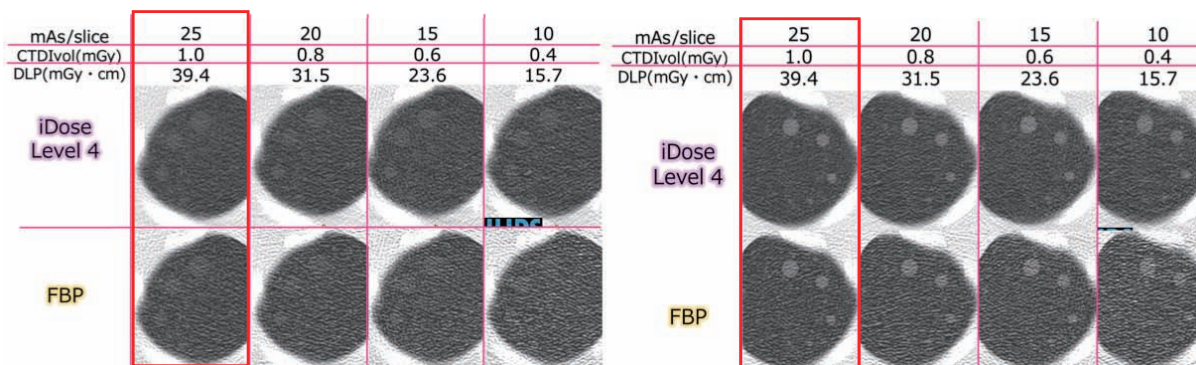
100 kVでのLSCTファントム (左 $\Delta$  CT値= 100 HU、右 $\Delta$  CT値= 270 HU) の肺尖部画像
